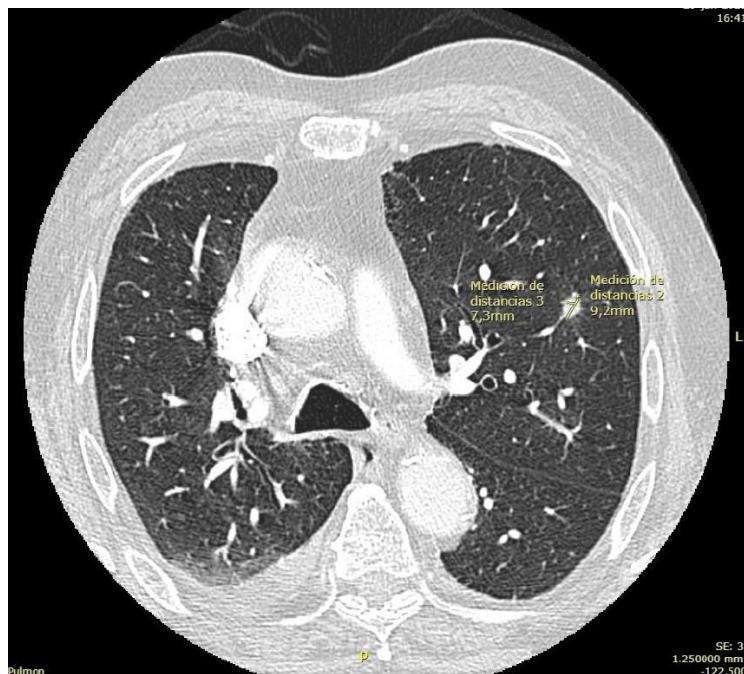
Angio-TC. Nódulo pulmonar solitario en LSI de 9 mm con bordes espiculados. Resolución del derrame pleural derecho.
